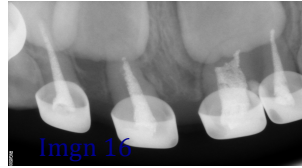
Radiografía postoperatoria anterior superior.
